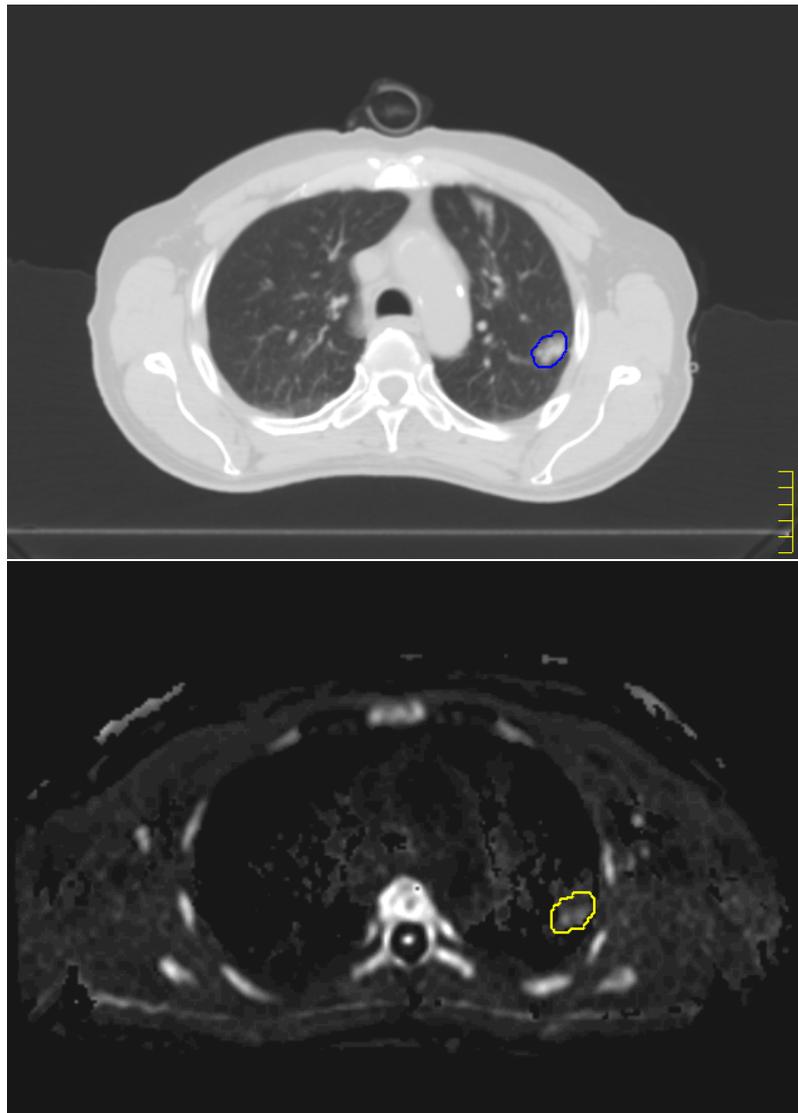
Fall 12b: CT Lungenfenster und DWI
